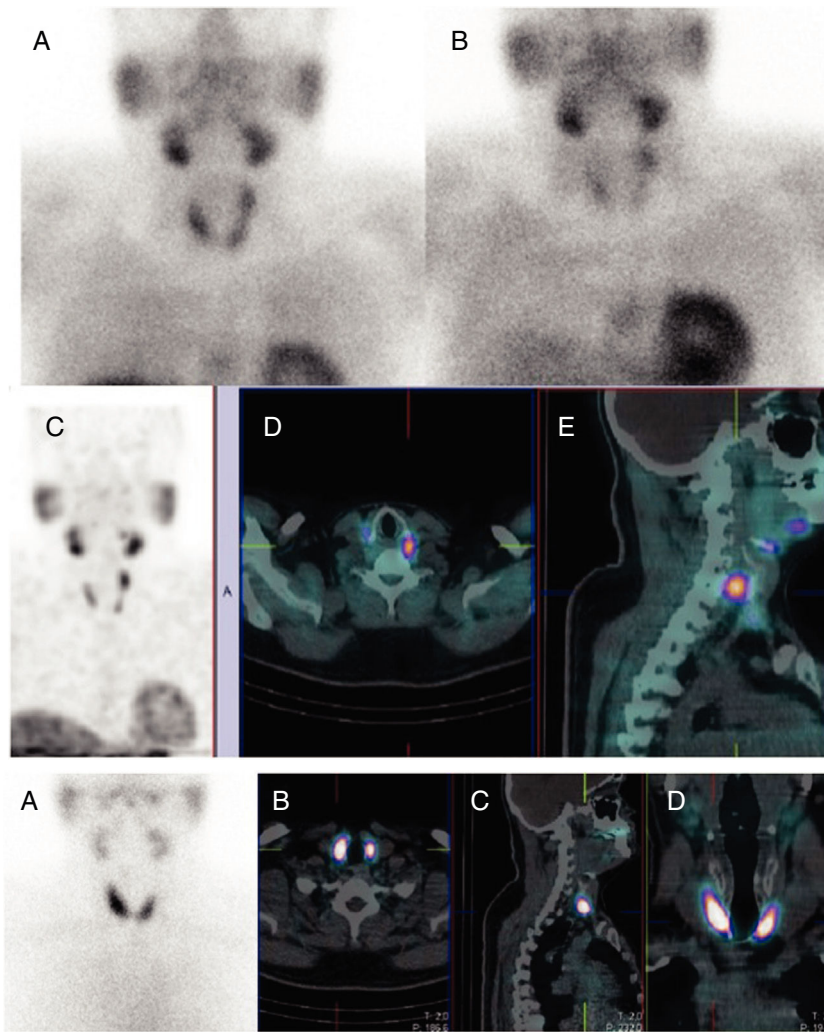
Gammagrafía planar de doble fase con ^{99m}Tc -MIBI (A: imagen precoz; B: imagen tardía), donde se aprecia un foco hiperactivo en el polo superior izquierdo del tiroides tanto en la imagen precoz como tardía. SPECT/TC precoz: proyección de máxima intensidad (C), depósito patológico del trazador en el polo superior del lóbulo tiroideo izquierdo; imágenes de fusión en cortes axial (D) y sagital (E), localizando ese depósito en la región cervical posterior, retrolaríngeo izquierdo.
